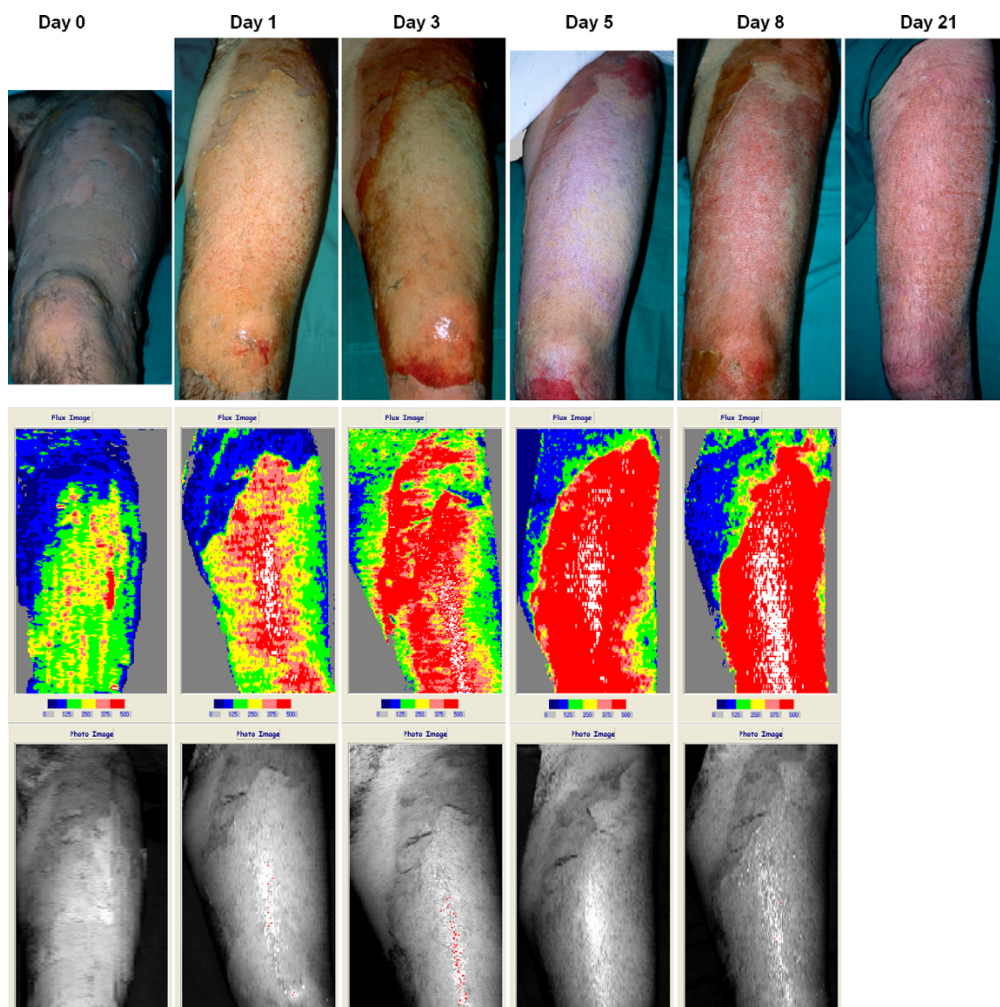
Progresión de la cicatrización de la herida e imágenes Láser Doppler en los días 0, 1, 3, 5 y 8 después de la quemadura. Herida curada en el día 21. Áreas de color rojo indican alta perfusión capilar, áreas de azul menos.
